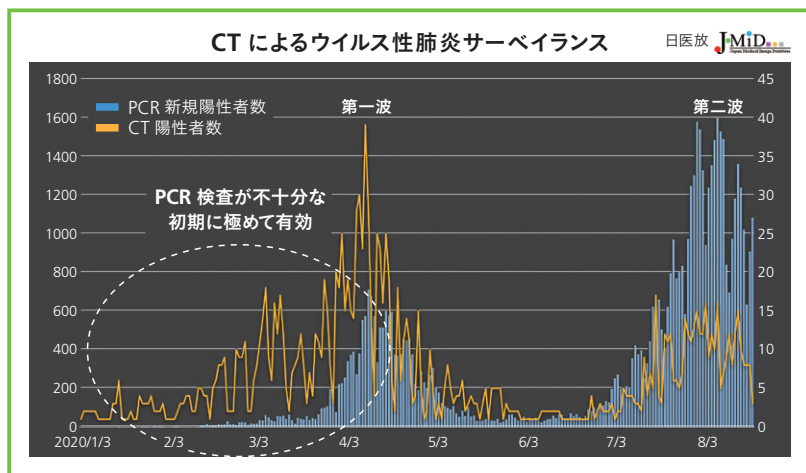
青の棒グラフのPCR陽性の新規患者数と見比べると、黄色の折れ線グラフのCTサーベイランスでは第一波だけでなく、第二波も正確に捉えていることがわかる。検査数が限られているPCR検査で流行の全体像を捉えられているのかは不明だが、簡便・迅速に行うことのできるCT検査は検査数が多く十分に活用できるため、PCR検査体制が不十分な初期に、感染拡大状況を捉える極めて有用な指標になる。
